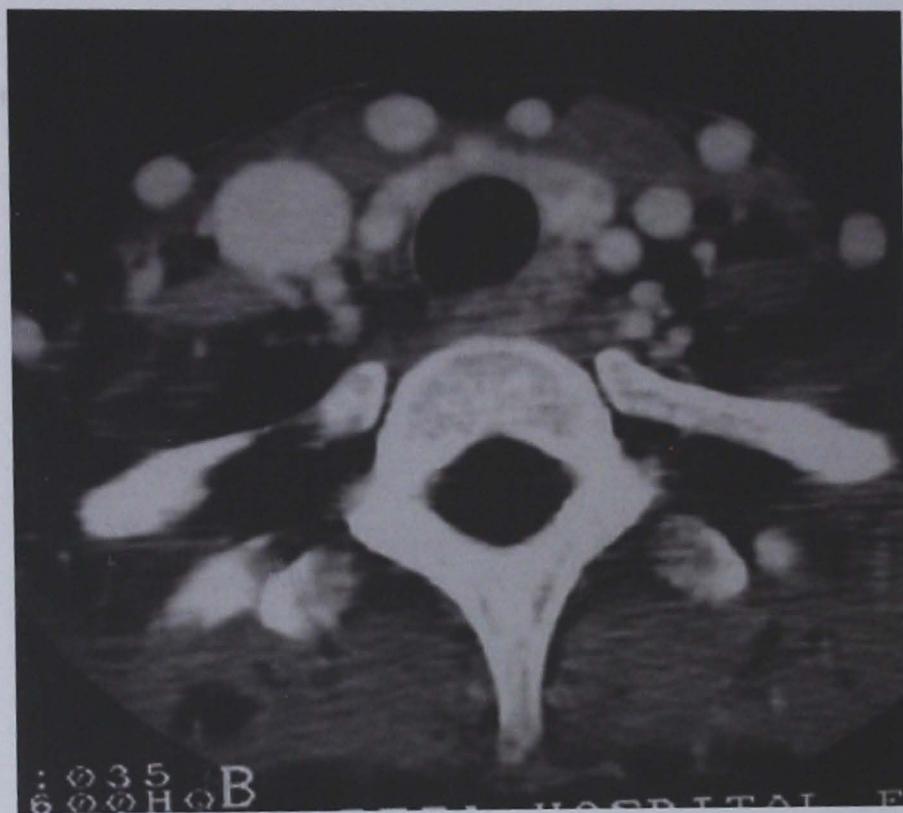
Tomografía axial computada de cuello con contraste en donde se muestra hiperplasia de múltiples ganglios yugulodigástricos bilaterales.
